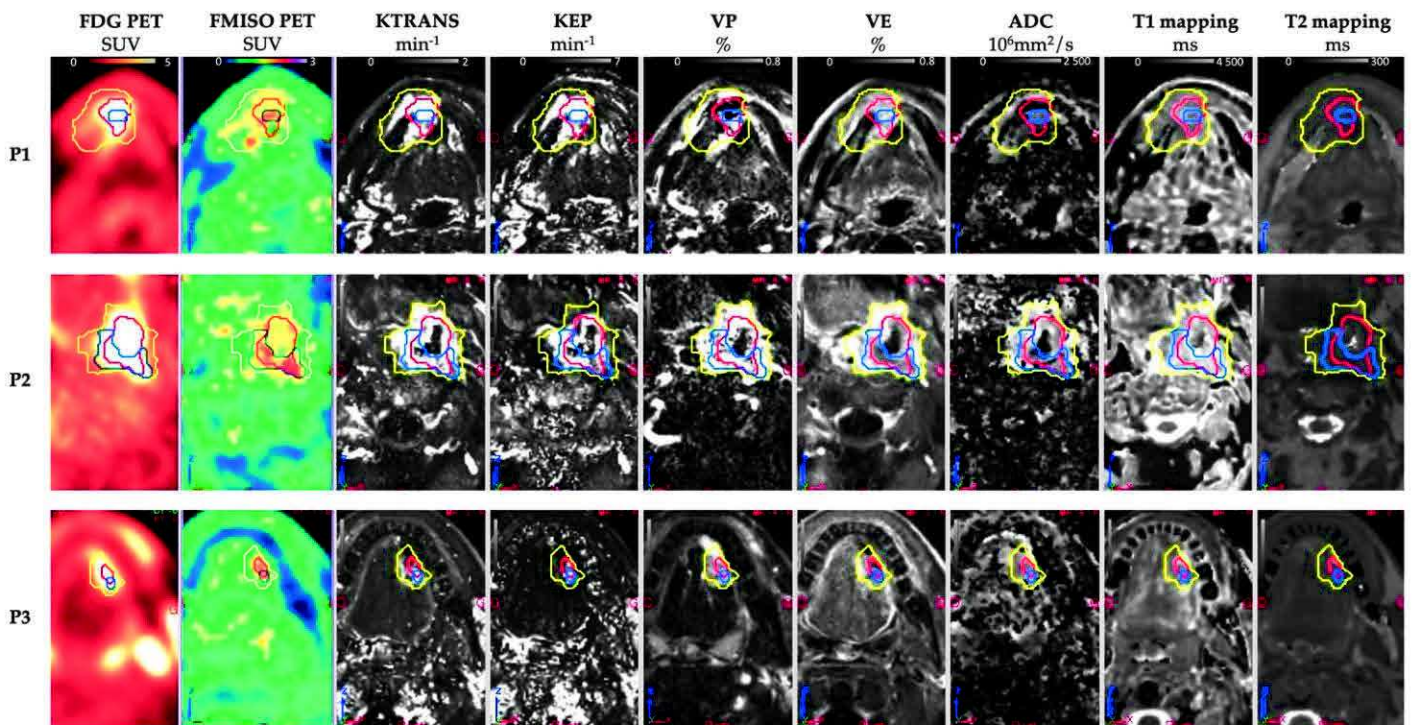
Patients multimodality PET/CT MR images (n=3).
